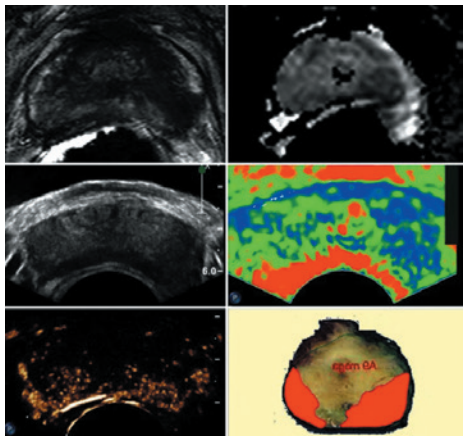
Мультипараметрические УЗ- и МРТ-изображения. Вверху слева и справа — Т2- и диффузионно-взвешенное МРТ-изображение, на левой стороне — опухолевое образование. В середине слева и справа — картина опухоли с левой стороны при серошкальном ТРУЗИ и при эластографии. Внизу слева и справа — данные УЗИ с контрастным усилением и трехмерная реконструкция, картина двухсторонней опухоли.
